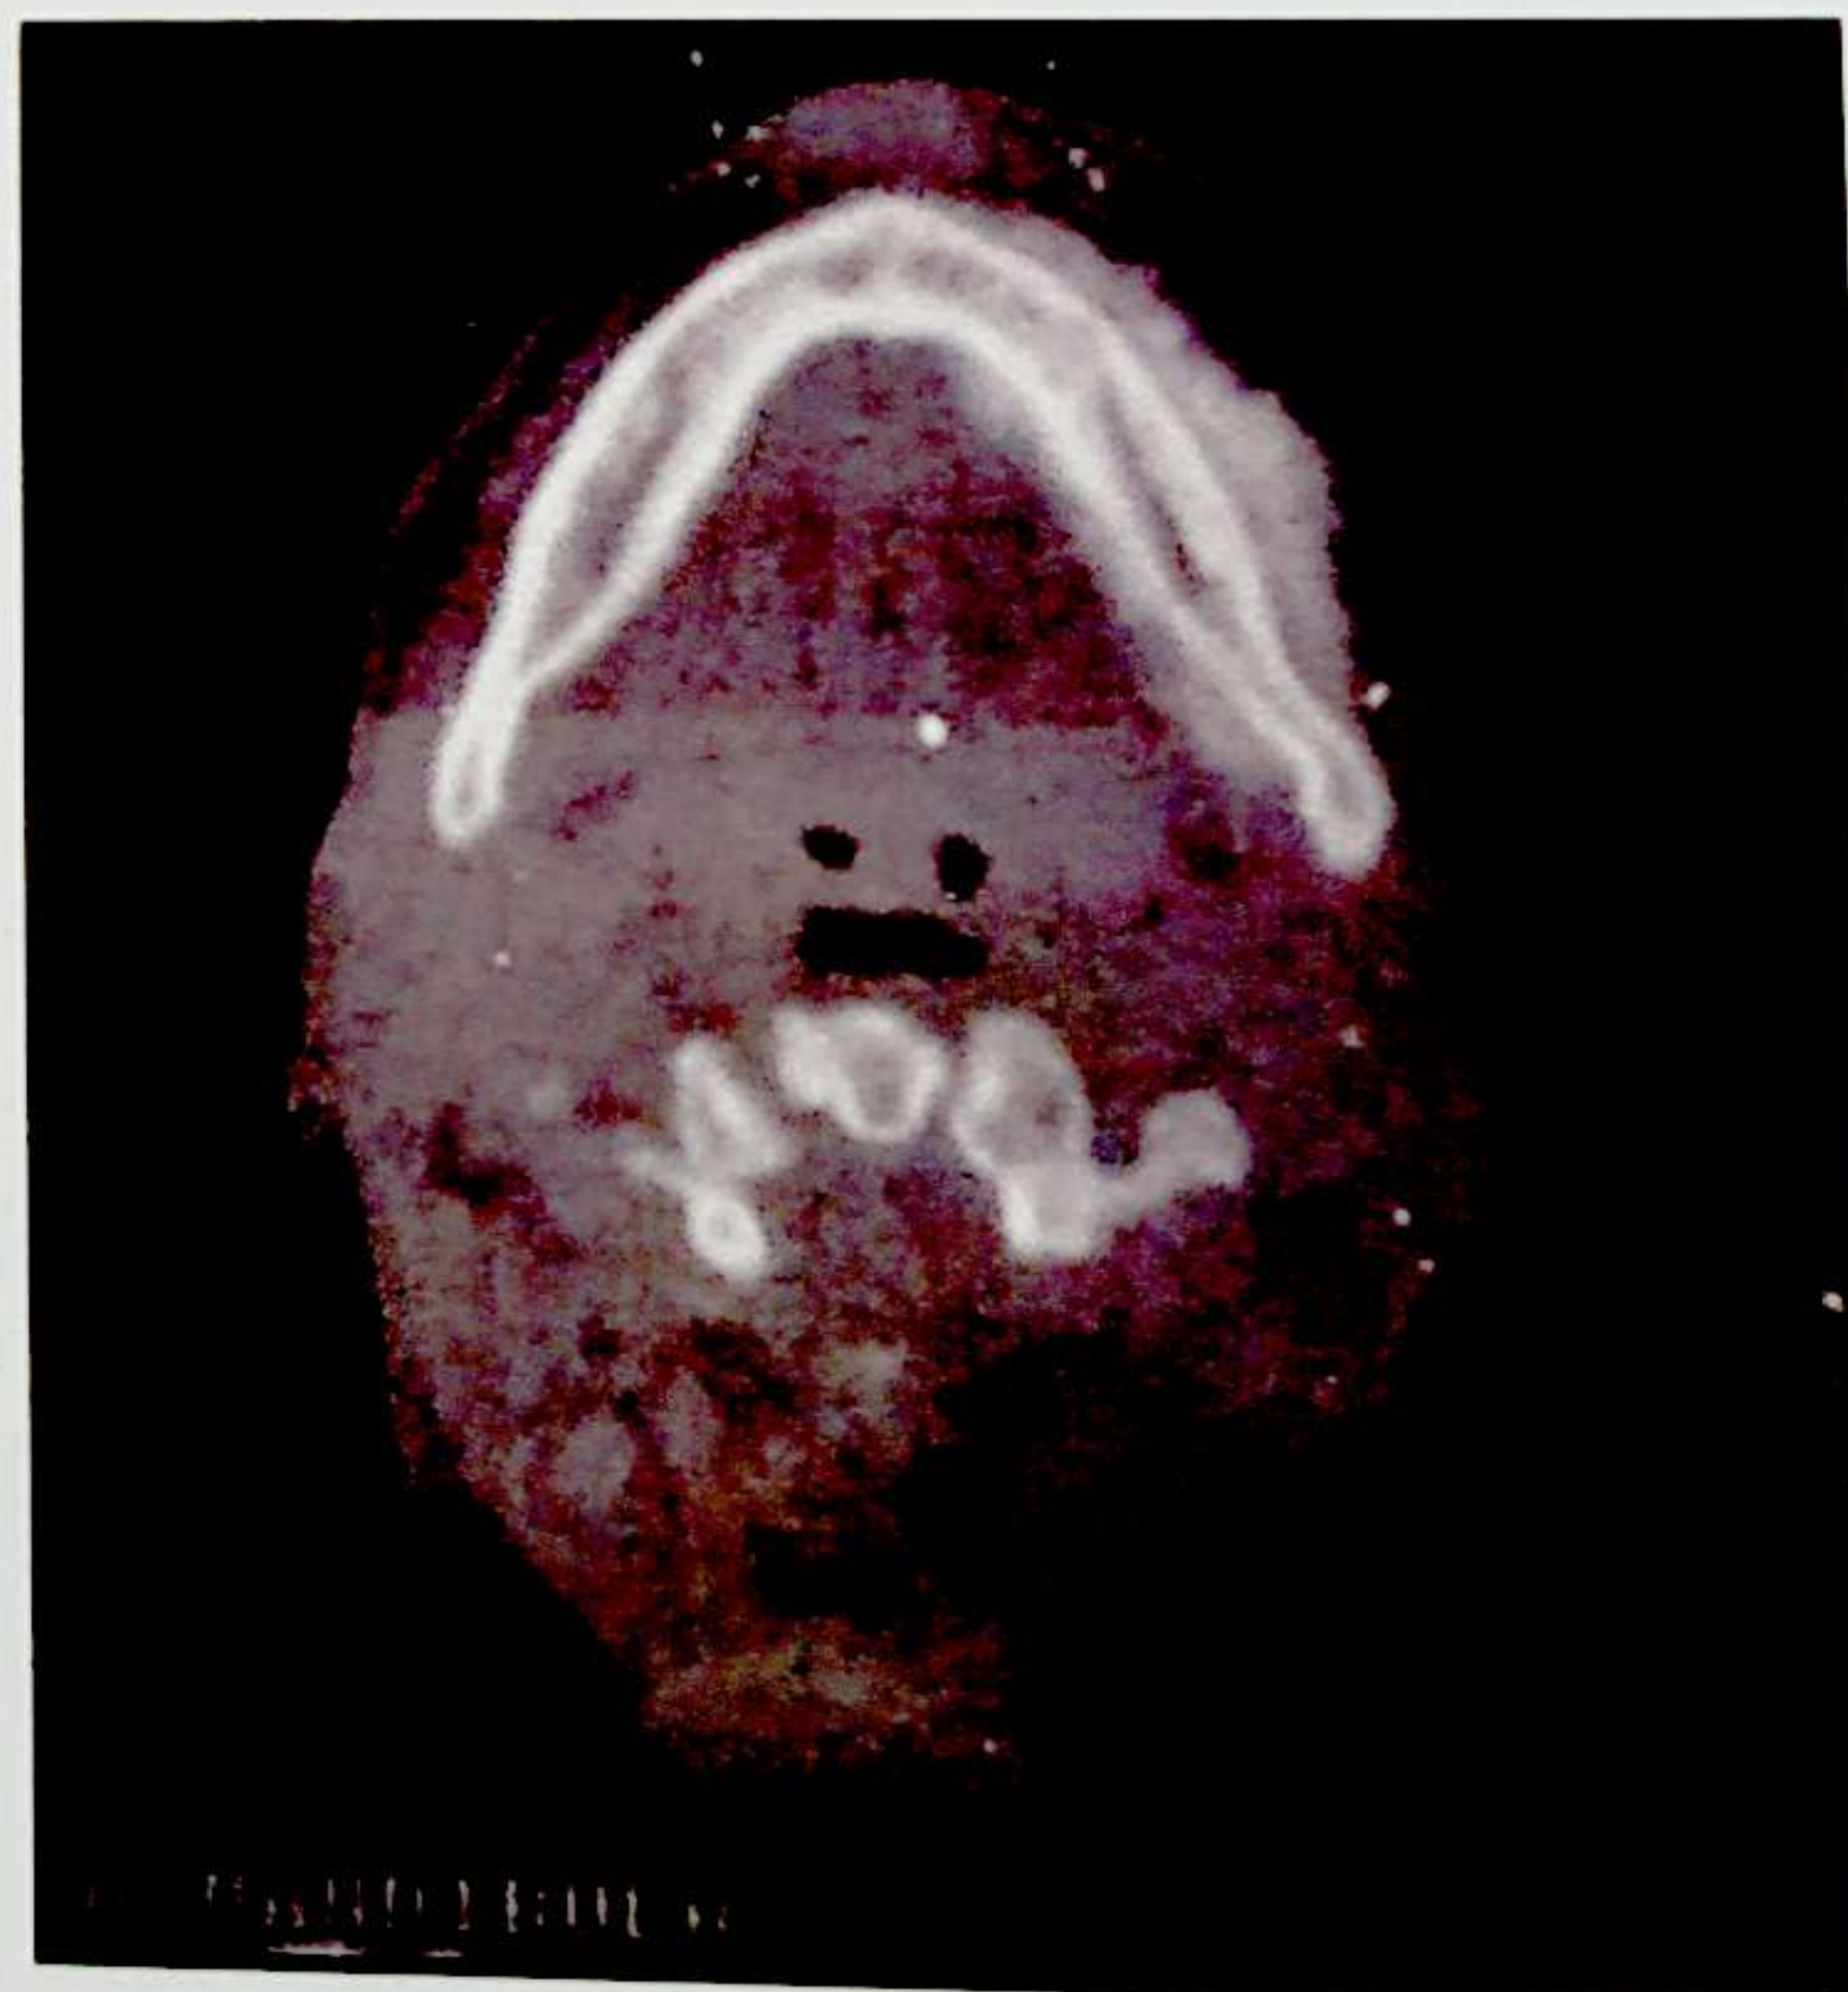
Carcinomul mucoepidermoid central ramura orizontală stângă a mandibulei-imagine CT
